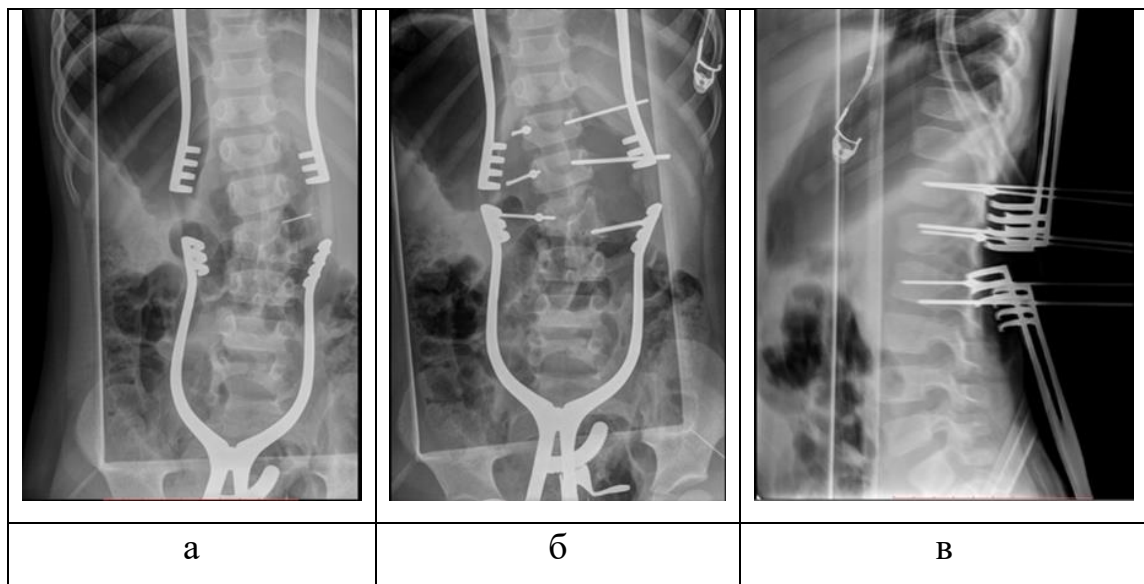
Интраоперационные рентгенограммы позвоночника пациентки Б., 3 года 8 месяцев: а - маркировка уровня вмешательства Rg-меткой, б – транспедикулярные Rg-метки в прямой проекции, в – транспедикулярные Rg-метки в боковой проекции
